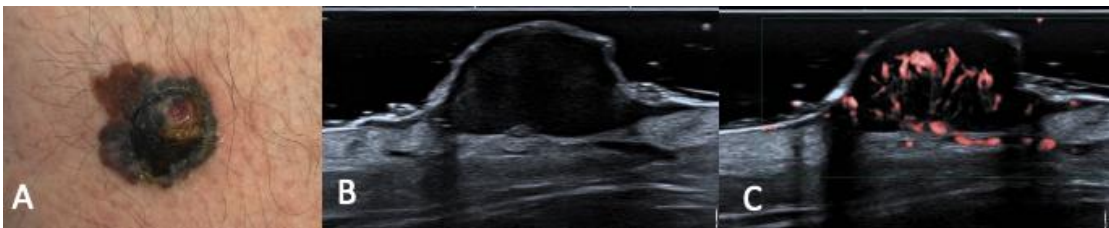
Melanoma espesso, Breslow 4,1 mm. A. imagem clínica, B. ultrassonografia no modo B demonstrando lesão em cúpula, de localização predominantemente dérmica, hipocogênica, homogênea e bem delimitada e C. vascularização intralesional intensa ao Doppler.
